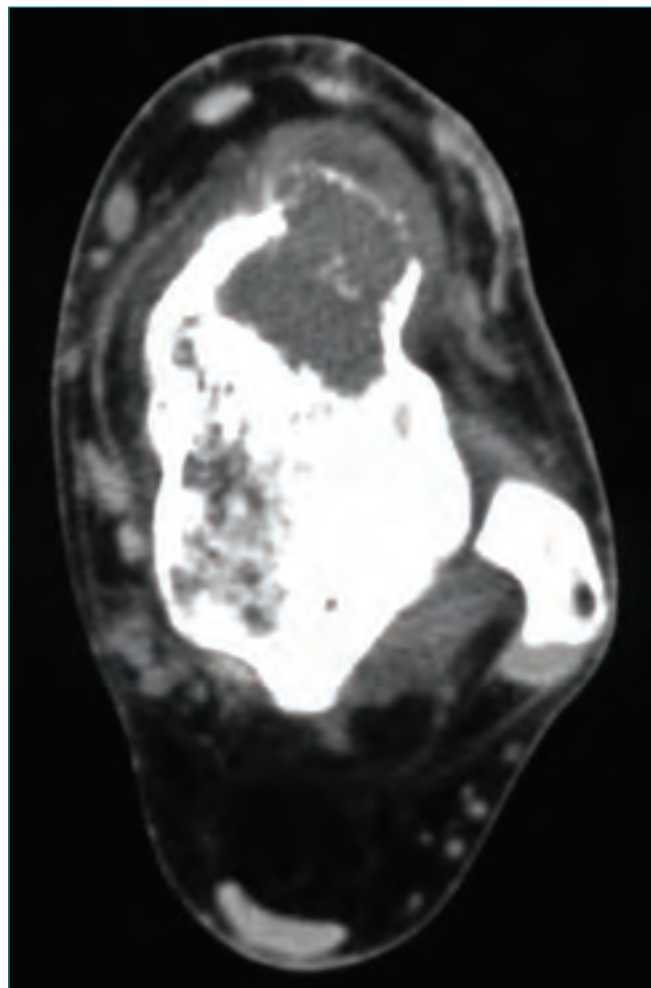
Exploración por TAC: corte transversal donde se aprecia una tumoración lítica con rotura de la cortical del astrágalo y la presencia de un componente de partes blandas.
